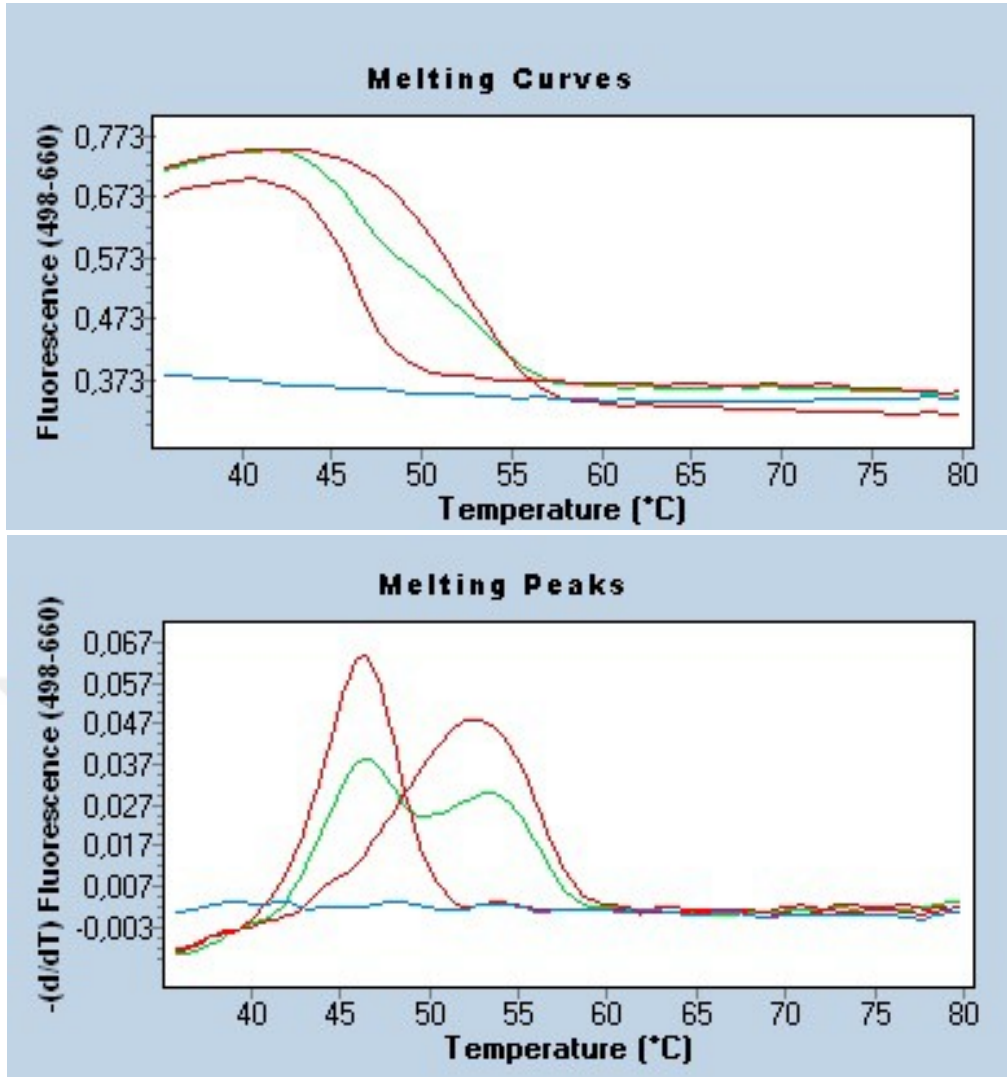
OXTR rs2268498 gen bölgesi için heterozigot genotip (CT) tespiti.
